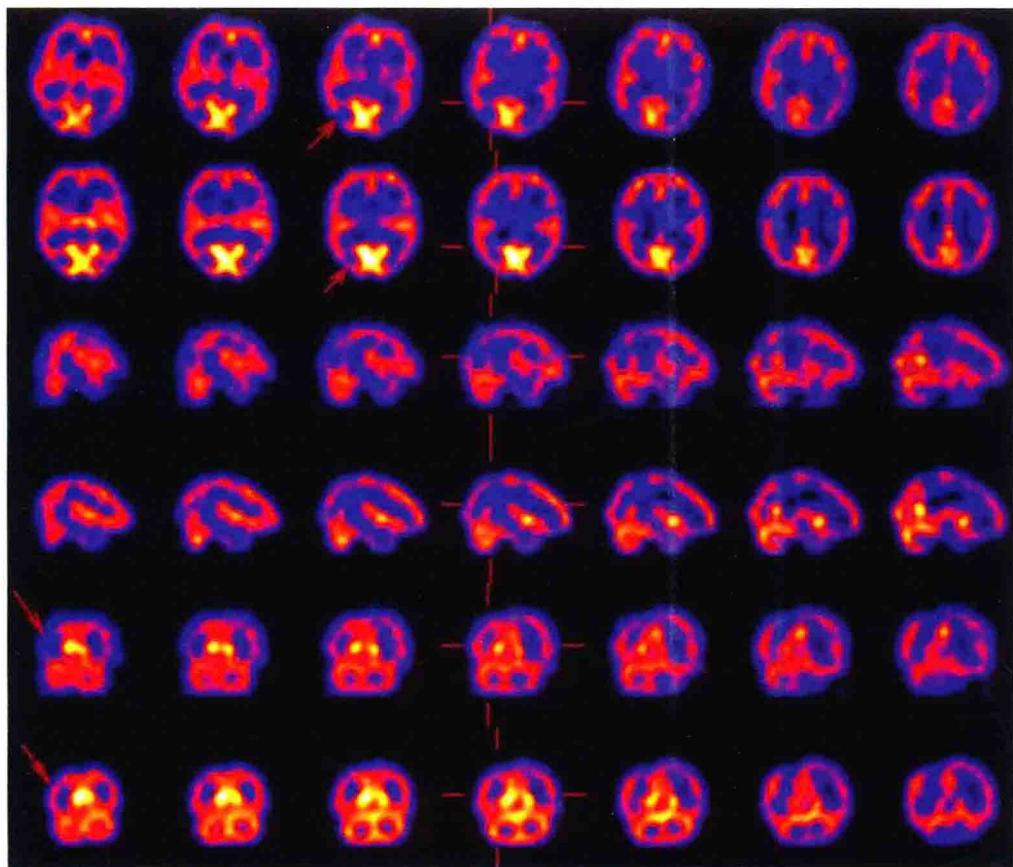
腺苷药物负荷试验 SPECT 脑显像
